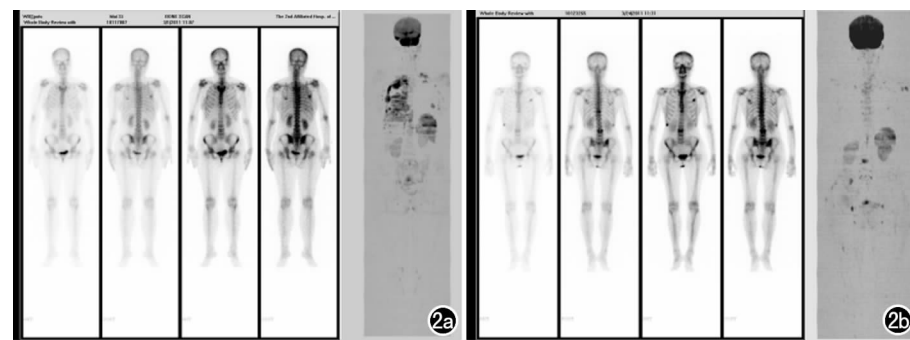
WB-DWI 与 SPECT 成像。a) 病例 1, 早期肋骨转移; b) 病例 2, 后期全身多处骨转移。
